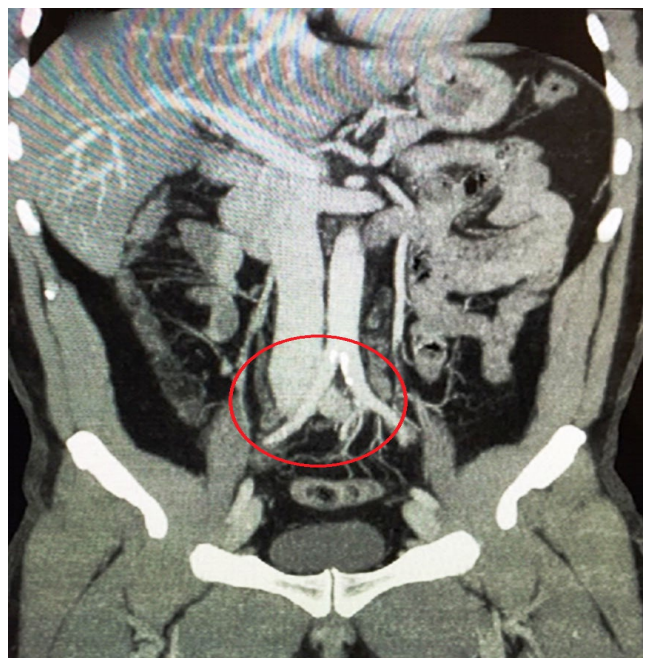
Angiotomografia venosa das veias pélvicas e abdominais mostrando artéria íliaca comum direita comprimindo veia íliaca comum esquerda.
